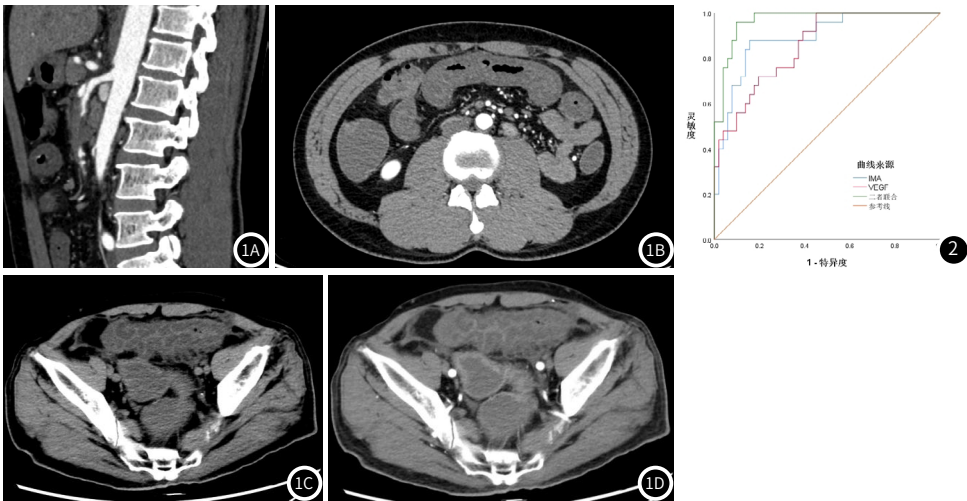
图1D 腹部CT典型图示。1A矢状位重建, 孤立性肠系膜上动脉夹层。1B肠壁水肿增厚、粘膜强化幅度减低。1C CT平扫示乙状结肠壁水肿增厚、周围渗出。1D CT增强示乙状结肠粘膜明显强化、粘膜下水肿。
